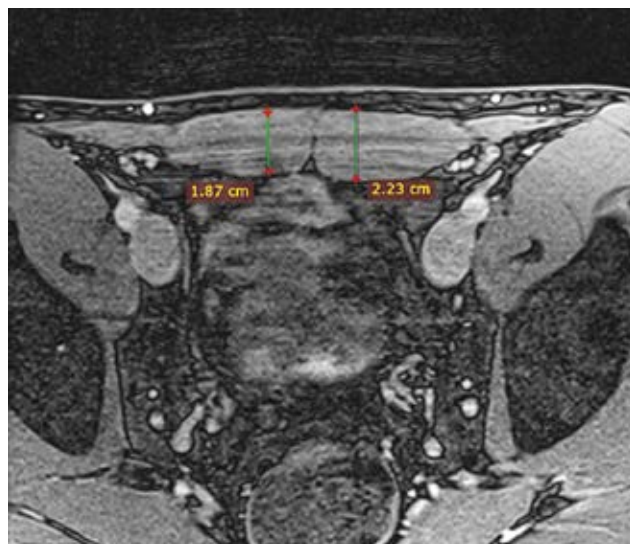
а. МРТ пахвинних ділянок. Різниця товщини черевців прямих м'язів живота у професійного футболіста ($p=0,01$).
